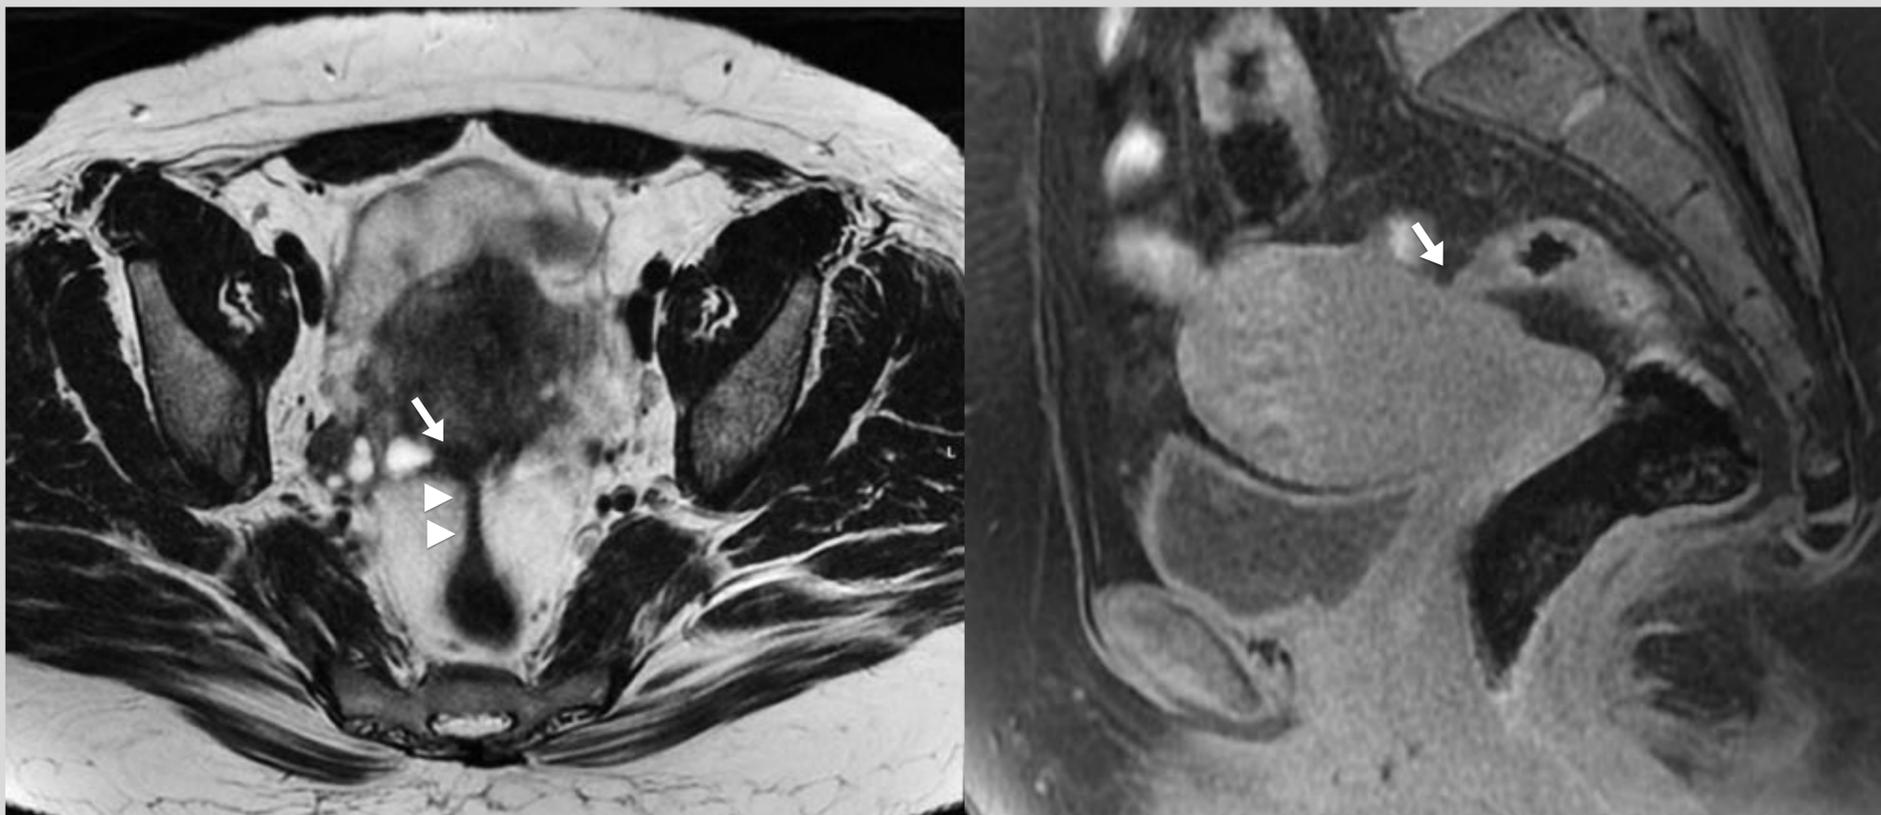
Endometriosis profunda en compartimento posterior con nódulo endometriósico (flecha) en cara posterior del cuerpo uterino con retracción de la cara anterior de la pared del sigma (cabezas de flecha). Imágenes de RM potenciadas en T2 (izquierda) y T1 (derecha).
